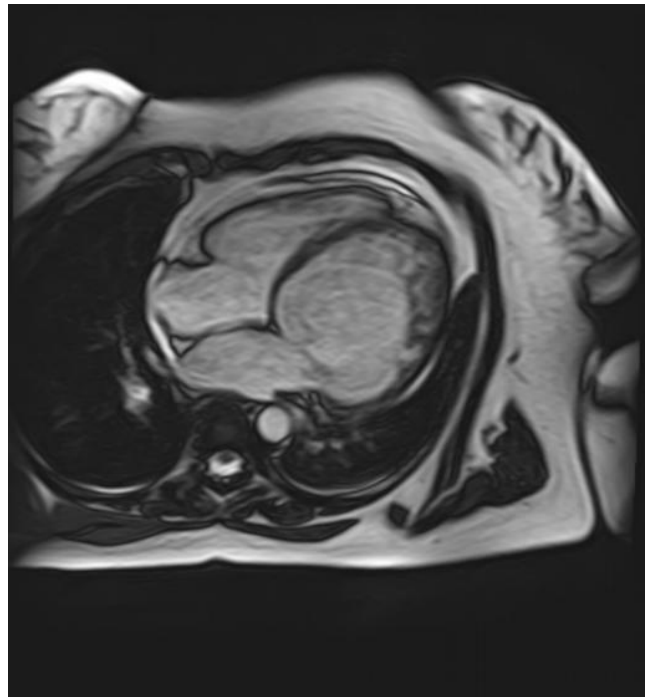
Выраженная трабекулярность и межтрабекулярные карманы в области верхушки левого желудочка, визуализируемые с помощью МРТ и являющиеся признаками некомпактного миокарда
